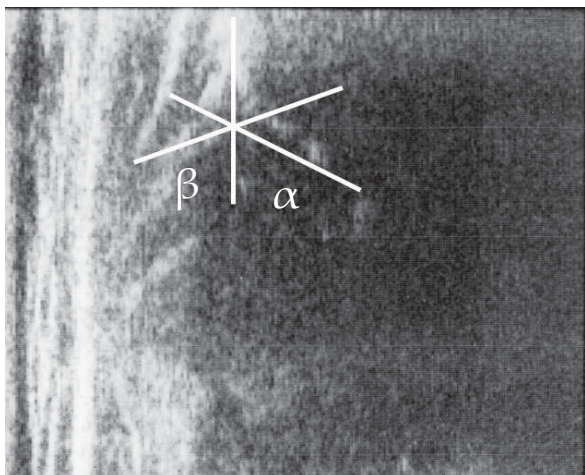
23. Ecografie șold. Aspect normal. Unghiurile alfa și beta.
